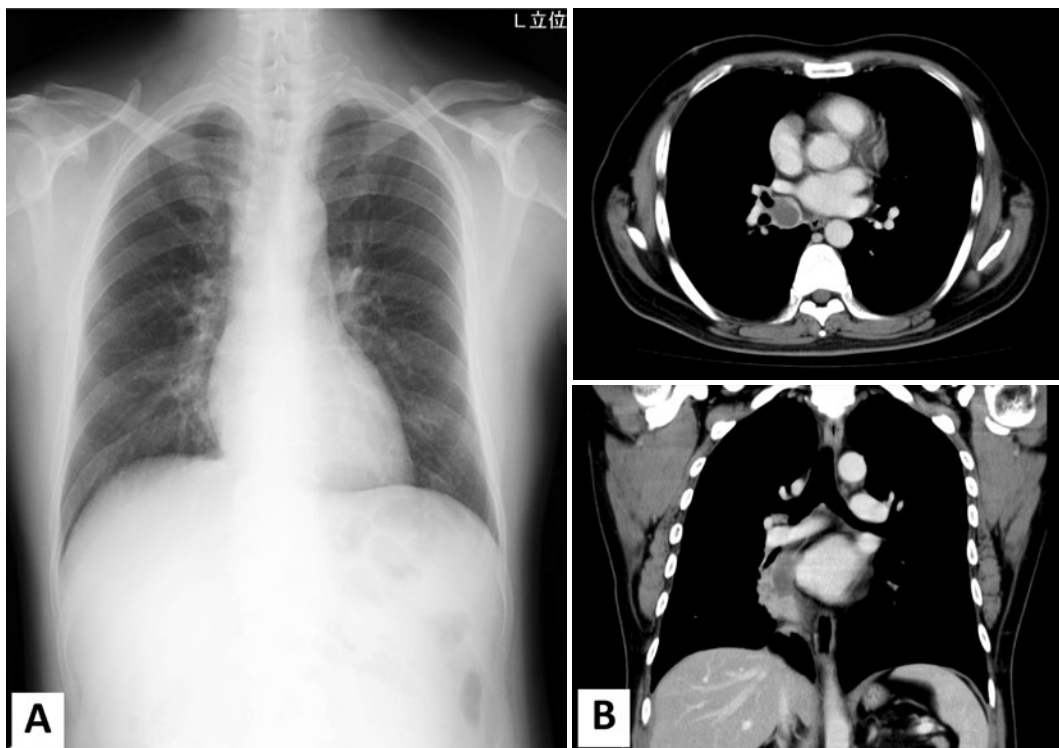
(A) A chest radiograph shows no particular abnormal findings. (B) Chest CT shows a heterogeneous lesion, similar to a mass, that contains swollen mediastinal and hilar lymph nodes.
